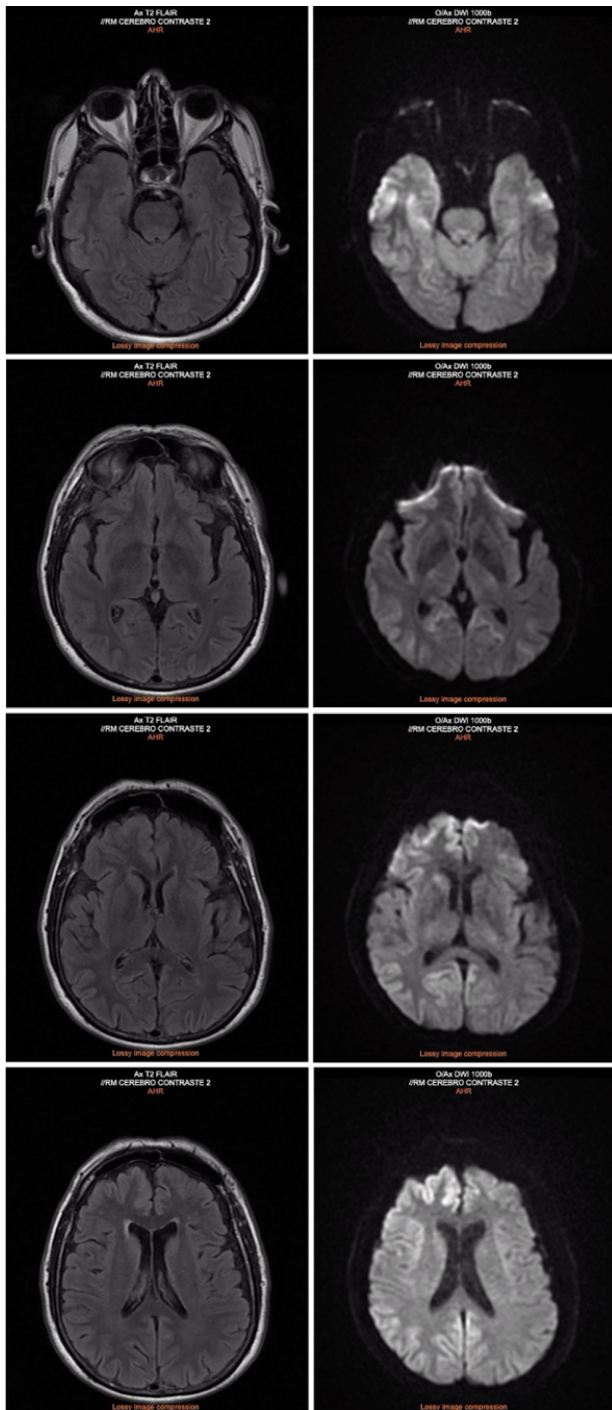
MRI of the brain with flair (left) and diffusion (right) weighted images revealing hyperintensities on the upper left parasagittal frontoparietal cortex, right head of caudate nucleus, and on the right side of the anterolateral and upper frontal temporal occipital cortex.
